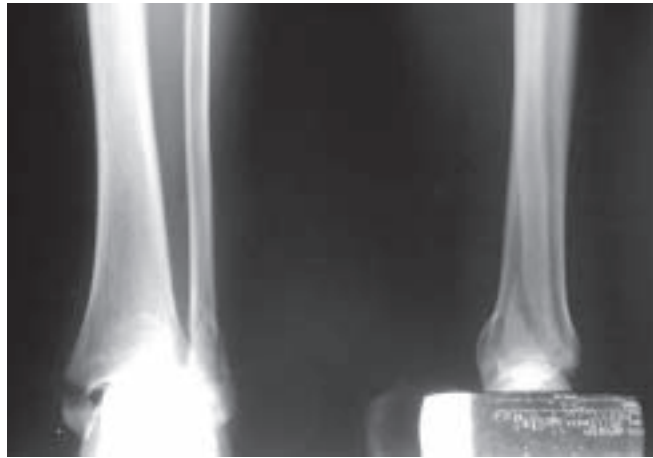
Radiografias pré-operatórias do paciente 15
